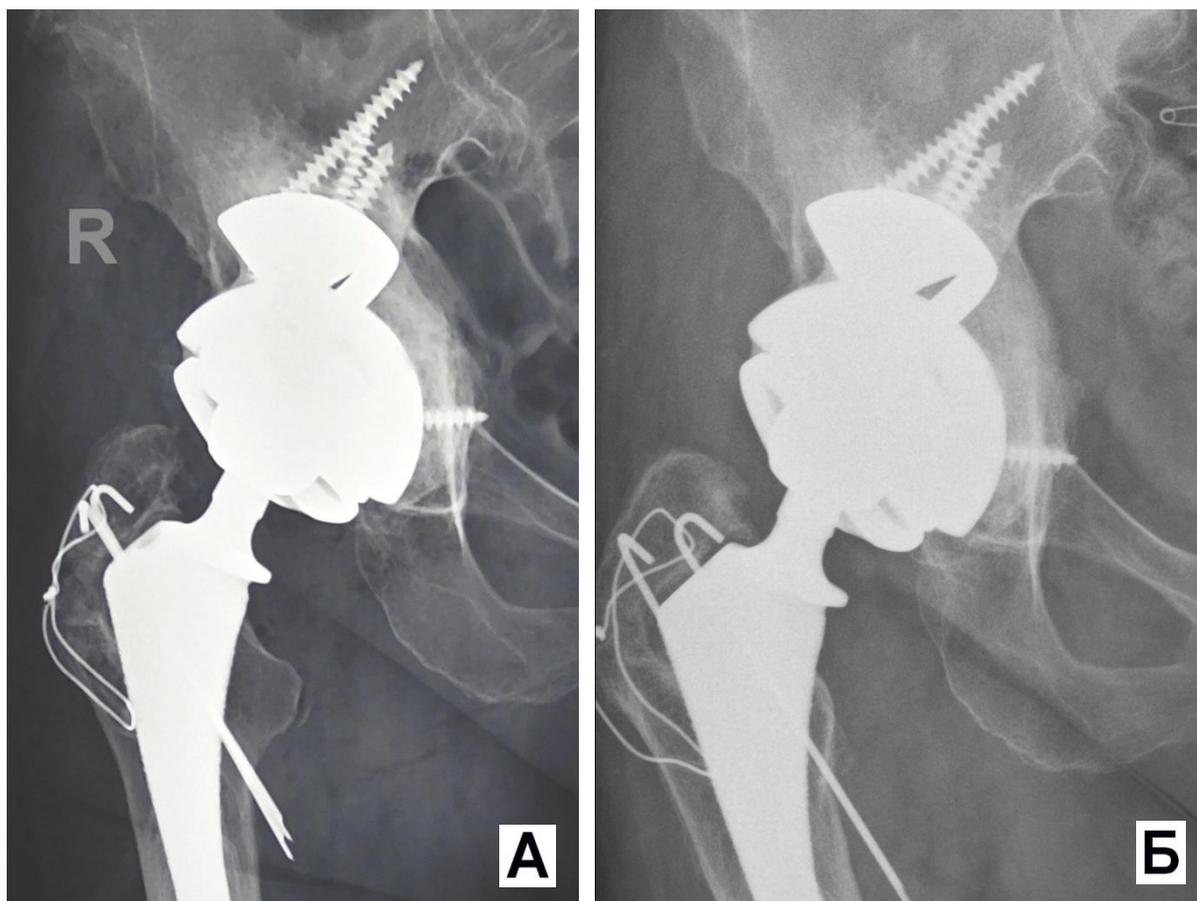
Рентгенограмма правого тазобедренного сустава пациентки М. в прямой проекции: а – в первые сутки после операции; б – через год после операции.
